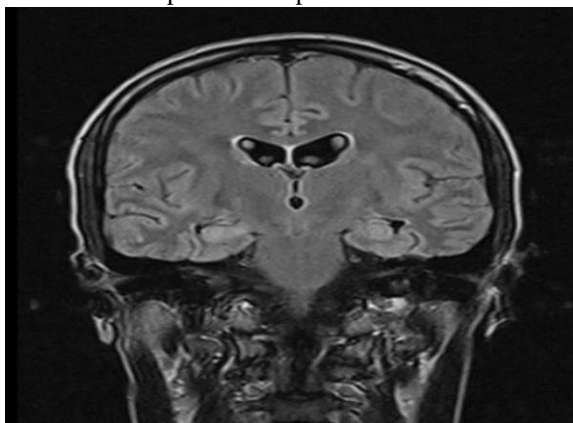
Resonancia magnética nuclear de cerebro de paciente con encefalitis por anticuerpos anti NMDAR.
